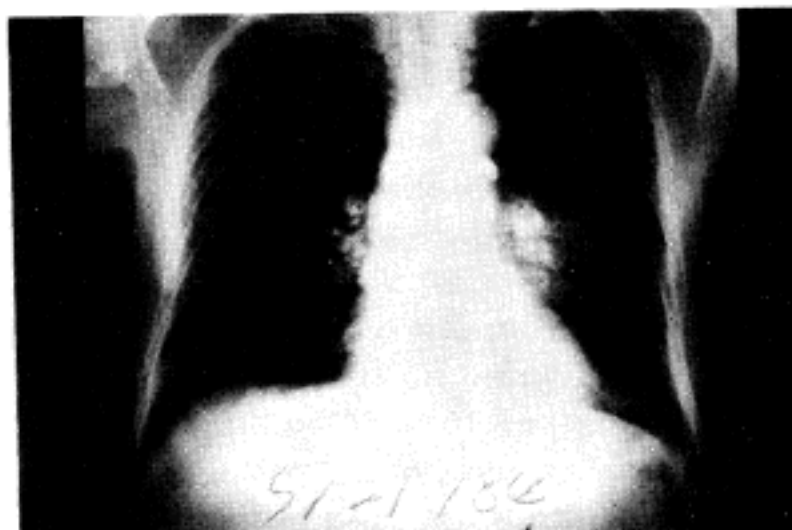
Chest roentgenogram shows an ill-defined increased density in left upper lung field and calcific shadow in both hilar areas.
